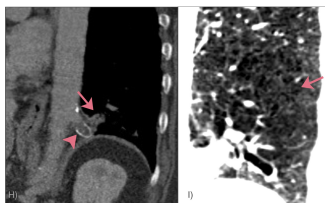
tomografia em corte coronal com reconstrução para partes moles (h) e parênquima pulmonar (i) de pós-operatório de ressecção de sequestro pulmonar no lobo inferior esquerdo (cabeça de seta) associada a broncocele e atresia brônquica (setas longas).
